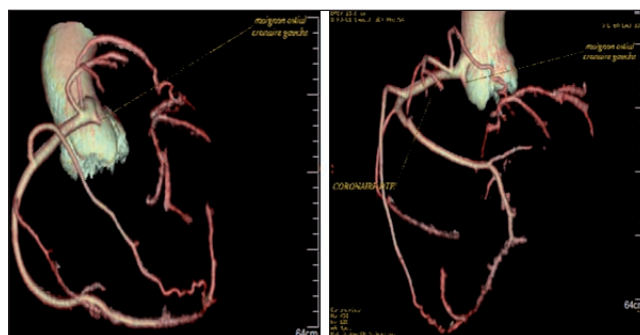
Coronary computed tomography: 3D images showing the ostial stump of the left coronary artery from the right coronary sinus and its pre-aortic initial course.
